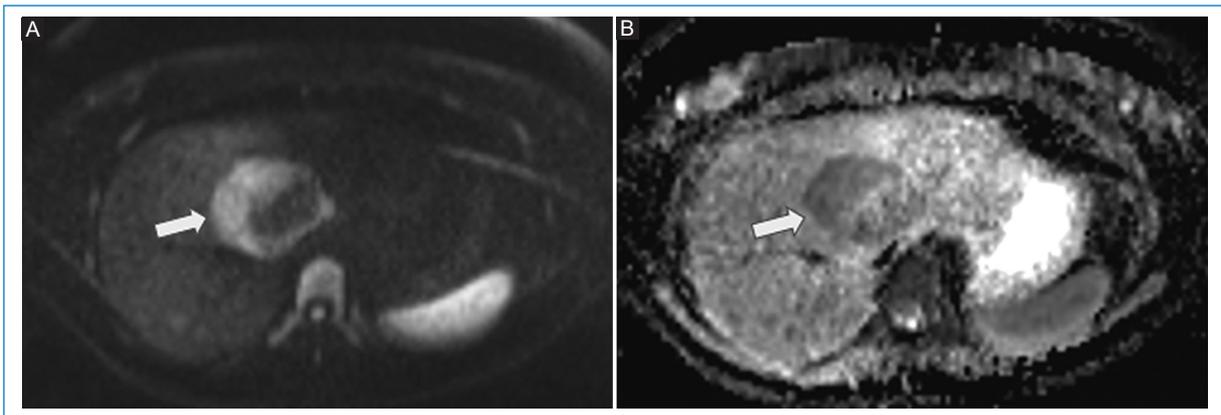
RM hepática. Axial de difusión b800 (A) y mapa de coeficiente de difusión aparente (B) muestran difusión restringida en la periferia de la lesión hepática (flechas).
